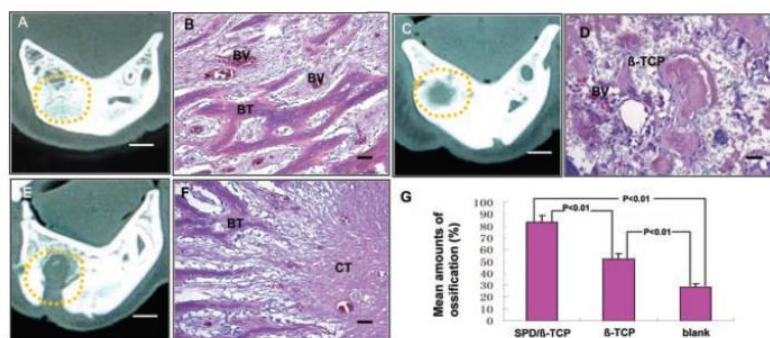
Análises TC e Histológica; A/B) grupo DPSC/ $\beta$ -TCP: CT (A) demonstrou regeneração ocorrida no defeito ao fim das 24 semanas; delimitação a amarelo indica o defeito original; a secção histológica (B) demonstrou formação de osso novo; C/D) grupo  $\beta$ -TCP: CT demonstrou pequeno defeito ósseo remanescente no local de reconstrução; secção histológica (D) demonstrou que o defeito ficou parcialmente preenchido com tecido conjuntivo, *scaffold*  $\beta$ -TCP e novo osso; E/F) grupo controlo: a TC demonstrou regeneração óssea limitada e o defeito por preencher; a secção histológica (F) demonstrou que o defeito ficou preenchido com tecido conjuntivo; G) análise da formação óssea – demonstrou um aumento significativo na formação de matriz mineralizada no defeito regenerado. Adaptado de Zheng et al., 2009.
